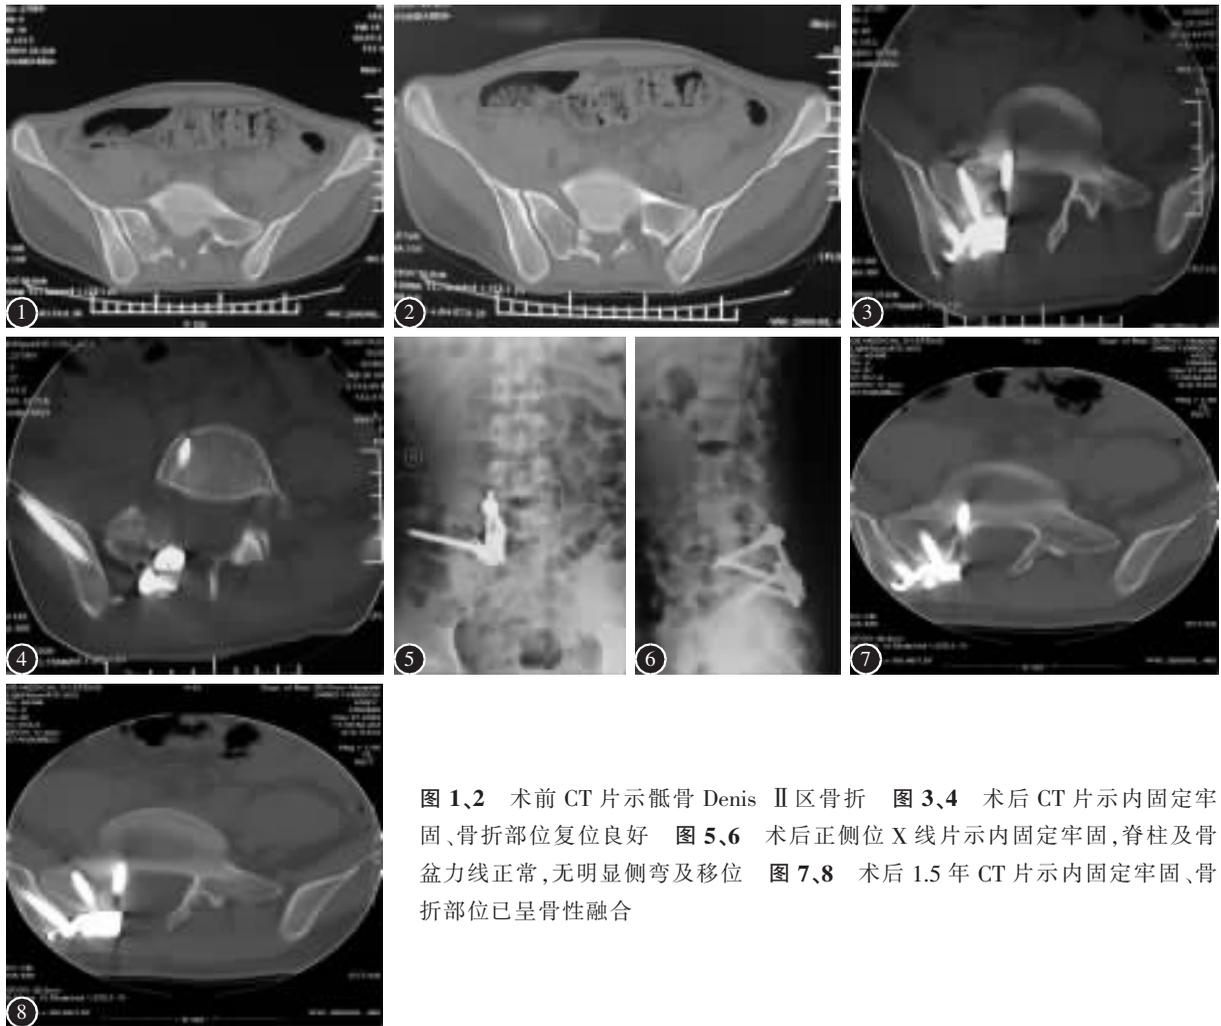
2 术前 CT 片示骶骨 Denis II 区骨折 图 3、4 术后 CT 片示内固定牢固、骨折部位复位良好 图 5、6 术后正侧位 X 线片示内固定牢固, 脊柱及骨盆力线正常, 无明显侧弯及移位 图 7、8 术后 1.5 年 CT 片示内固定牢固、骨折部位已呈骨性融合
